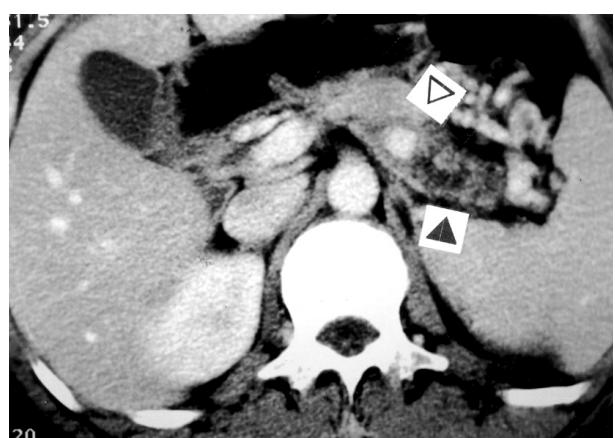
Abdomen CT finding shows cystic mass (▷) in pancreas tail with pseudoaneurysm of the splenic artery (▶) and chronic pancreatitis.
